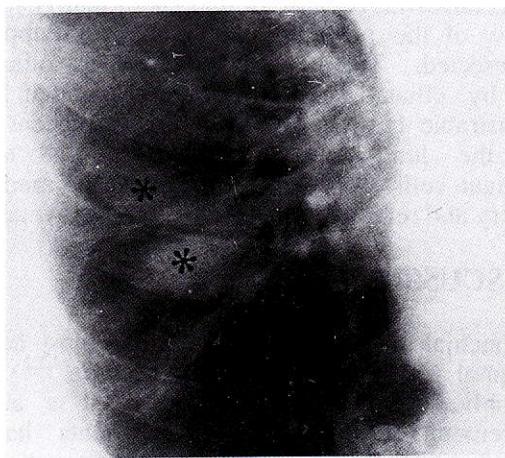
Chest x-ray showing a bronchocele (*) in the left upper lobe secondary to an obstructing endobronchial carcinoma that was demonstrated at bronchoscopy.
